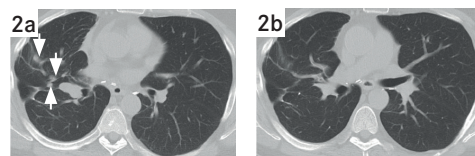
/2: Größenregress von Lungenfiliae unter Cetuximab. Verlaufs-CT des Thorax zweier Behandlungszeiträume (1, 2) vor (a) und nach (b) der Behandlung mit Cetuximab + FOLFIRI.
